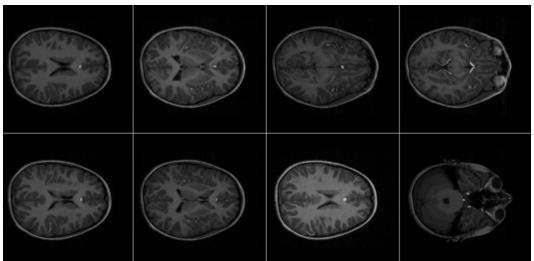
Resonancia magnética del cerebro
